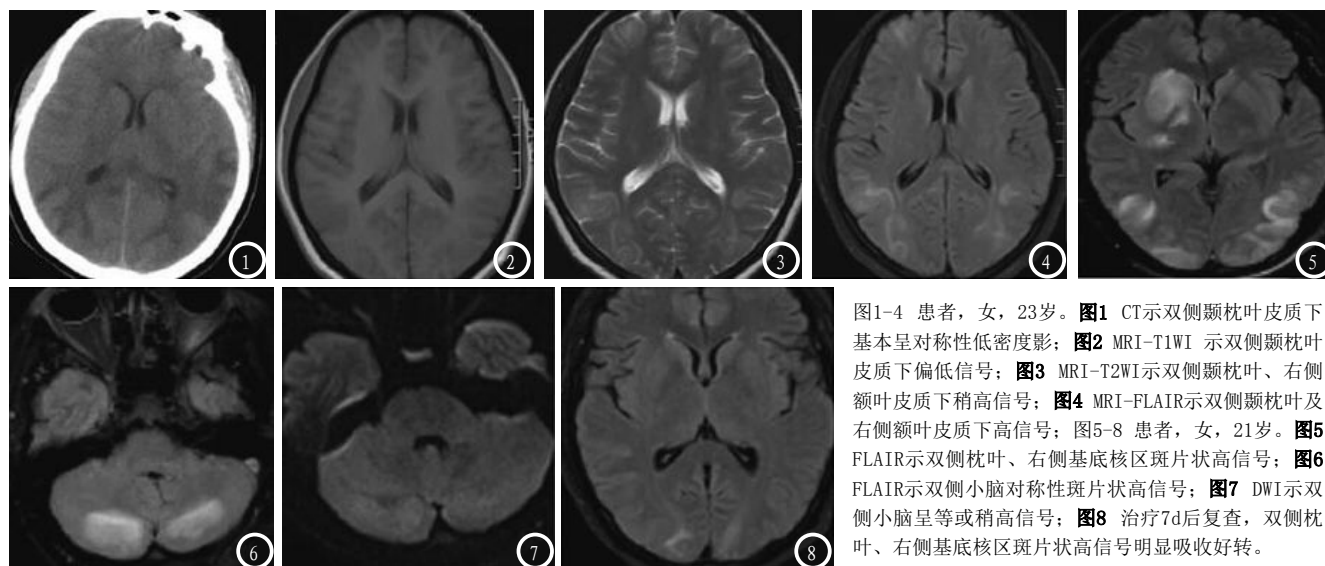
患者，女，23岁。图1 CT示双侧颞枕叶皮质下基本呈对称性低密度影；图2 MRI-T1WI 示双侧颞枕叶皮质下偏低信号；图3 MRI-T2WI示双侧颞枕叶、右侧额叶皮质下稍高信号；图4 MRI-FLAIR示双侧颞枕叶及右侧额叶皮质下高信号；图5-8 患者，女，21岁。图5 FLAIR示双侧枕叶、右侧基底核区斑片状高信号；图6 FLAIR示双侧小脑对称性斑片状高信号；图7 DWI示双侧小脑呈等或稍高信号；图8 治疗7d后复查，双侧枕叶、右侧基底核区斑片状高信号明显吸收好转。
